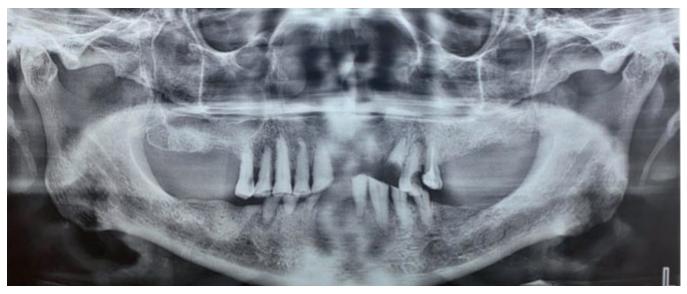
Ortopantomografía. Se observa pérdida ósea horizontal, zona radiolúcida en diente [15] a nivel cervical. Zonas radiolúcidas a nivel apical de los dientes [14], [25] y [44]. Además de una zona radiopaca en conductos pulpares del [26], compatible con tratamiento endodóntico.
